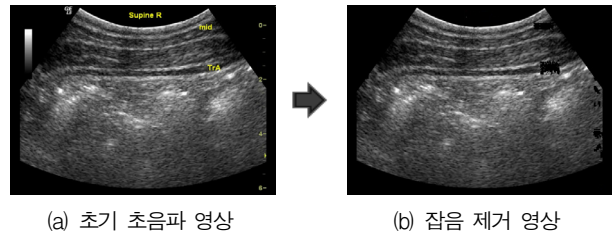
초음파 영상에서 근육 영역 추출 과정
